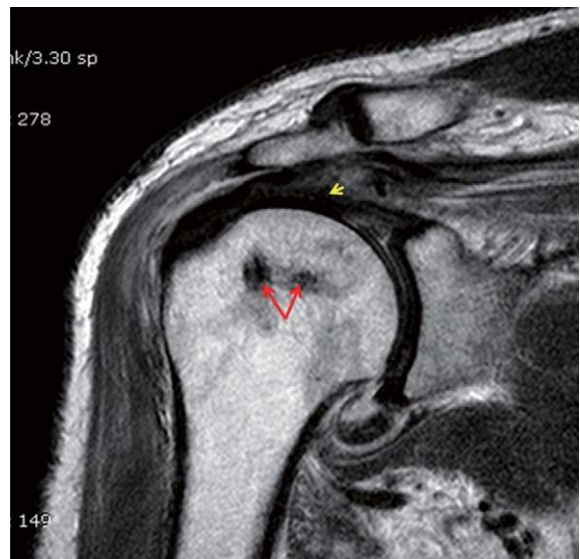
At postoperative 4 months, the oblique coronal MRI findings showed that the suture anchor inserted proper position (red arrow) and intact rotator cuff (yellow arrow head) in the above 61 years-old female.
